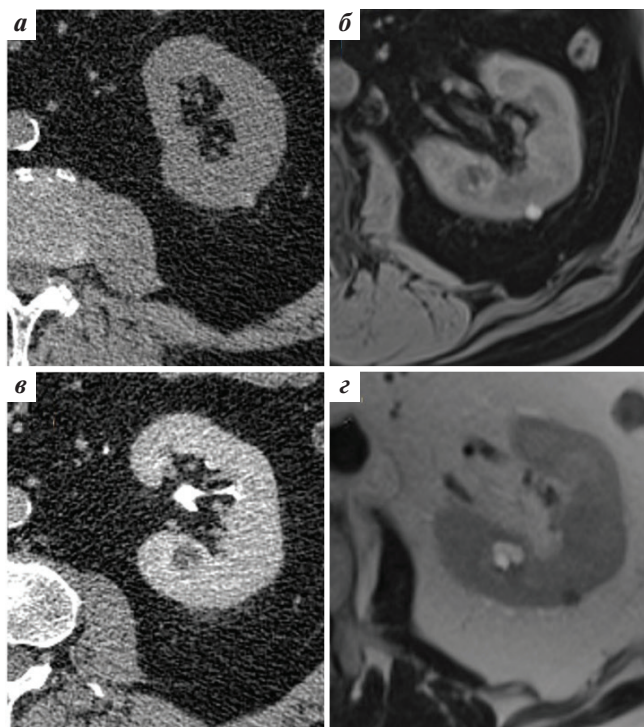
Кисты левой почки (II Bosniak 2019). Киста с гомогенным высокобелковым содержимым: а — компьютерная томограмма, нативная фаза; б — магнитно-резонансная томограмма, T1-взвешенное изображение с подавлением сигнала от жировой ткани до контрастирования; интрапаренхиматозная киста с единичными тонкими перегородками; в — компьютерная томограмма, отсроченная фаза; з — магнитно-резонансная томограмма, T2-взвешенное изображение
